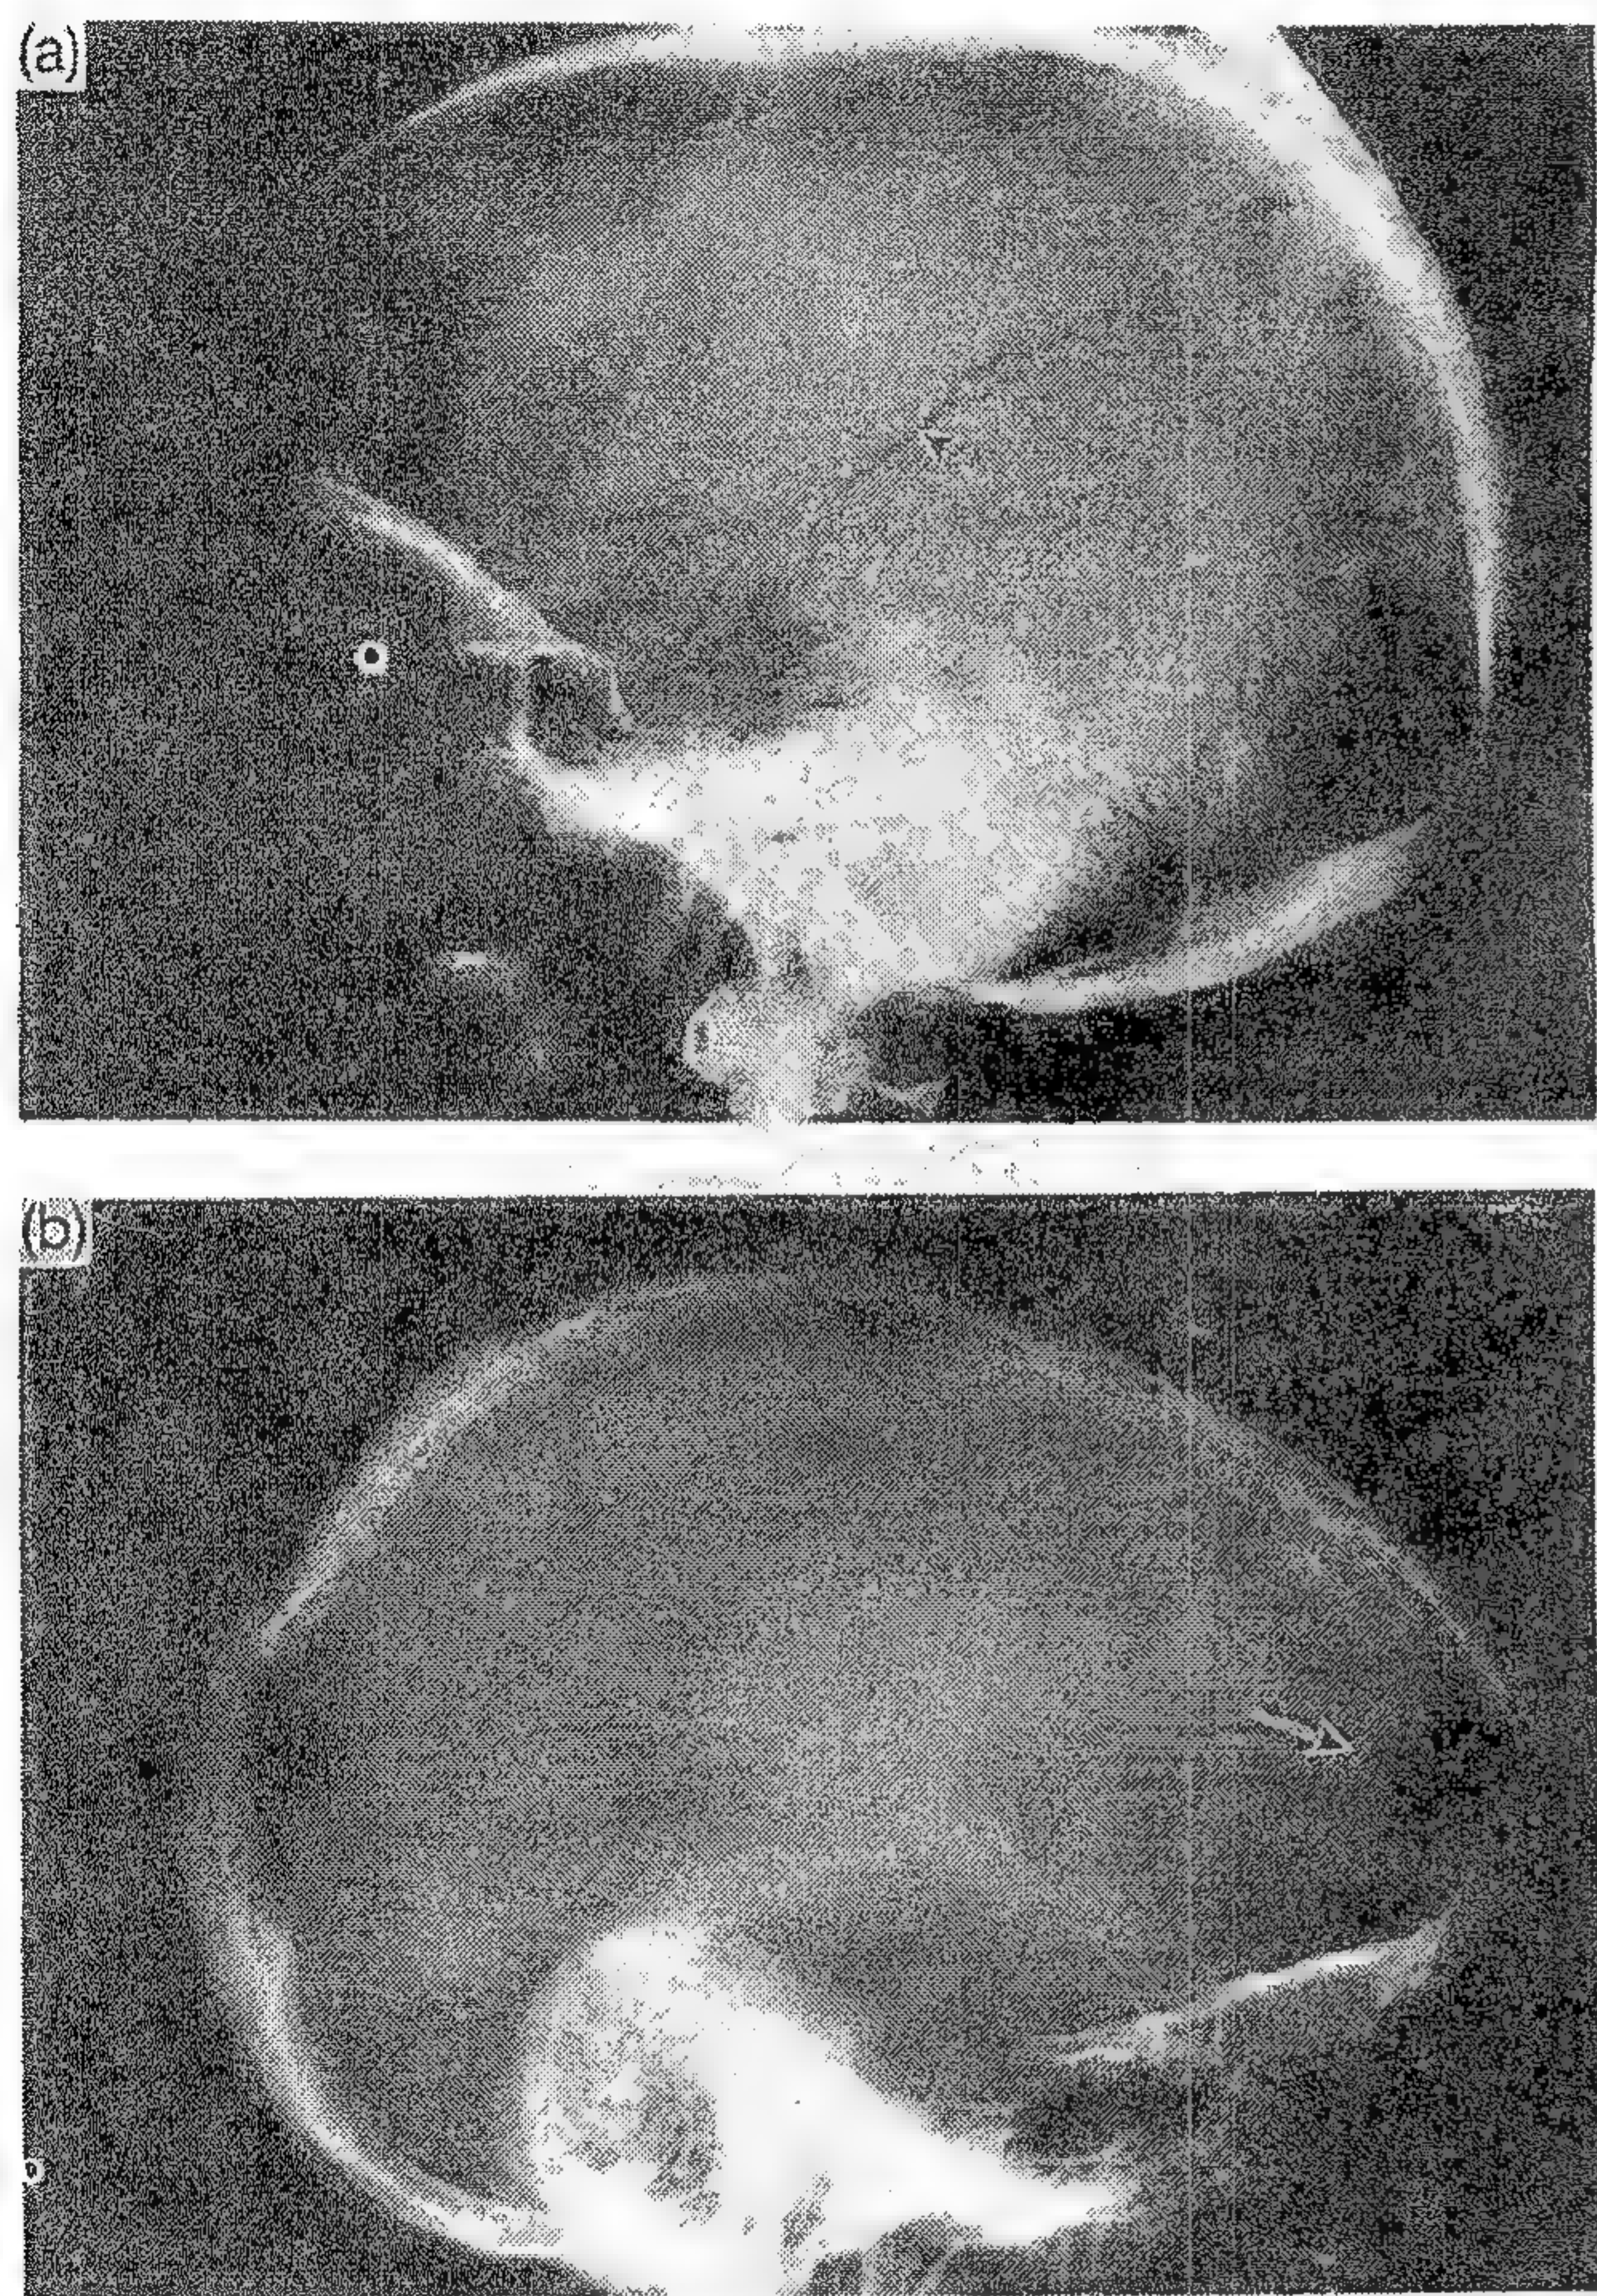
Exemple de radiografii ale unor pacienți cu traumatisme craniocerebrale, arătând:
